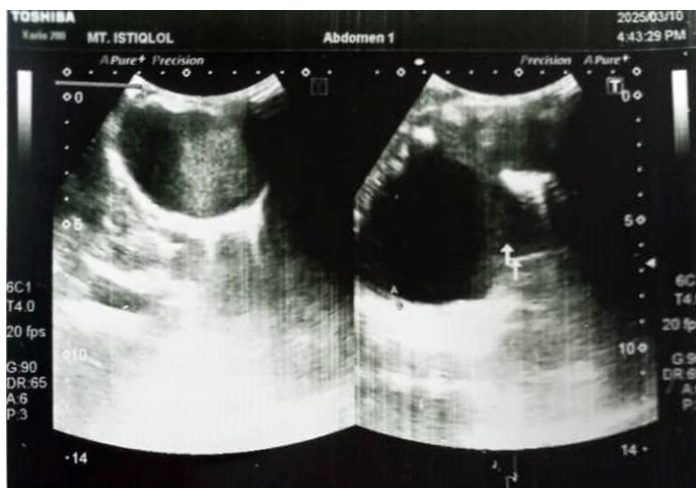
УЗИ картина и рентгенограмма больного М., 8 лет с прорывом эхинококковой кисты в плевральную полость.
